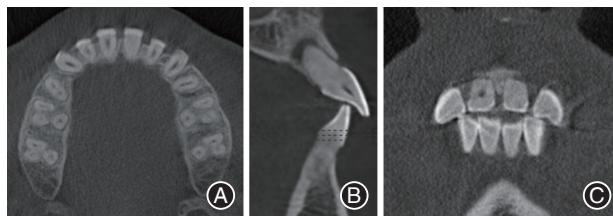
病例1术前锥形束CT(CBCT)影像数据 A:横断面;B:矢状面;C:冠状面影像,可见21髓腔及根管钙化闭锁。
